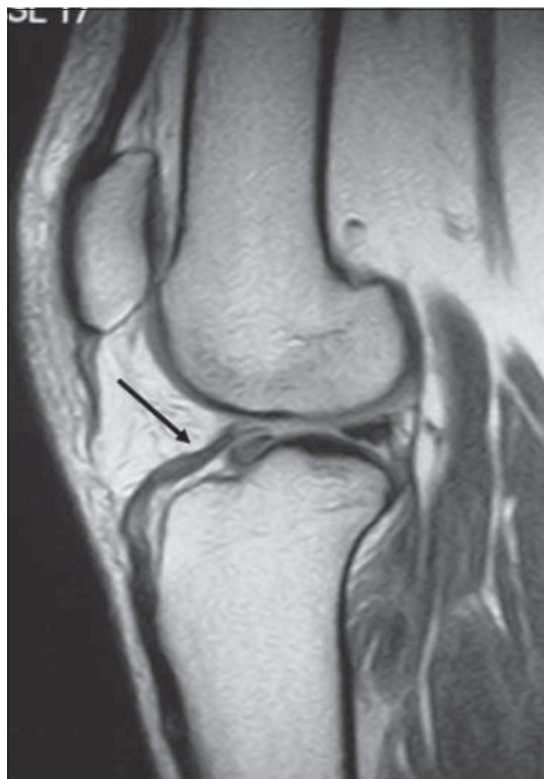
RM con rotura del tendón rotuliano rotado hacia el surco intercondíleo.
